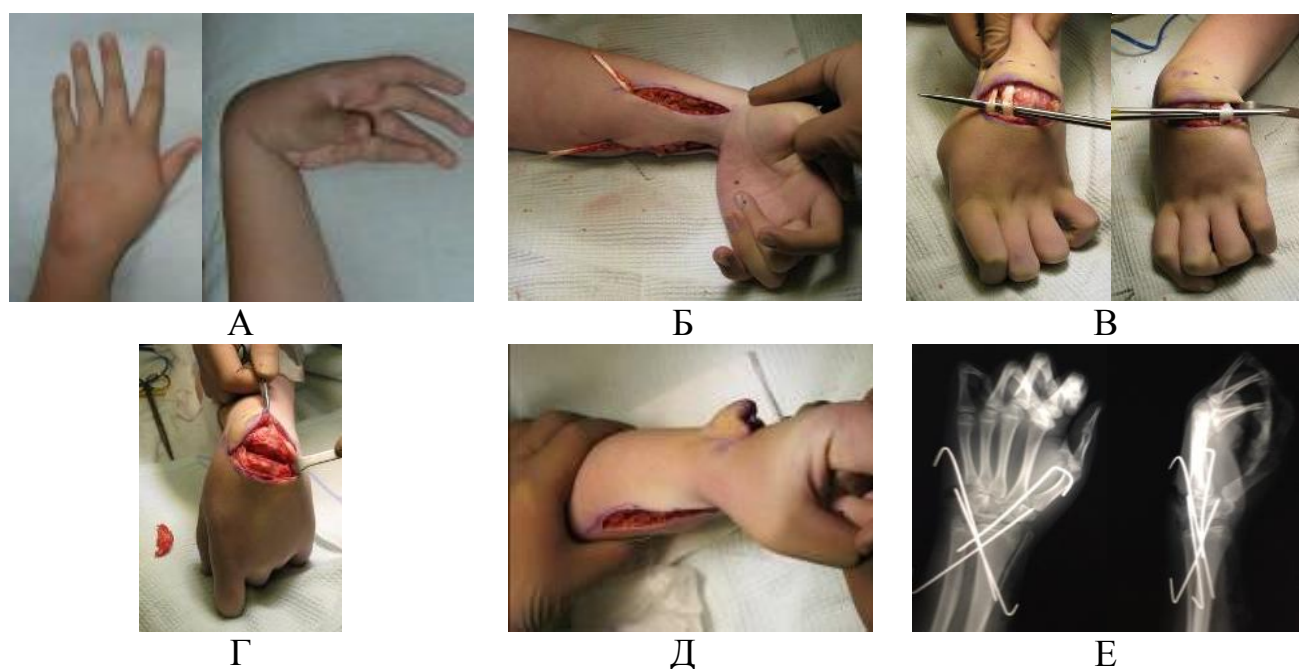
Этапы транспозиции сгибателей кисти на разгибатели с корригирующей остеотомией костей запястья у пациента Б., 14 лет (и/б №.10/3055): А – вид кисти до операции, Б – лучевой и локтевой сгибатели кисти, В – лучевые и локтевой разгибатели кисти, Г – корригирующая остеотомия костей запястья, Д – коррекция контрактуры после корригирующей остеотомии костей запястья, Е – рентгенограмма кисти после операции
